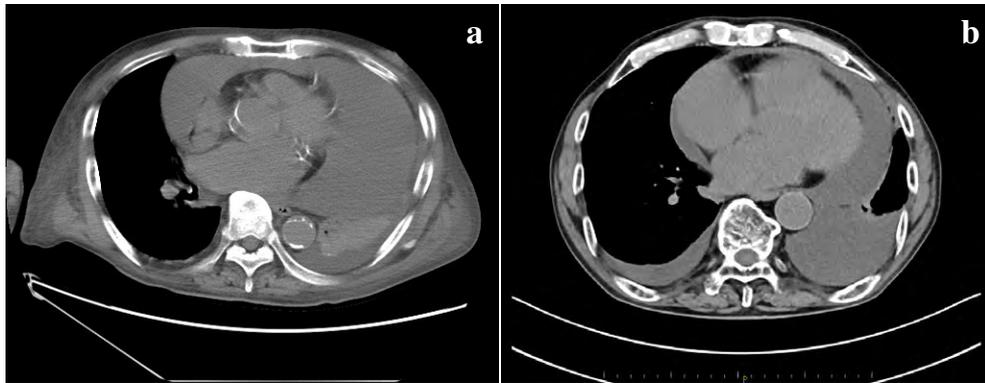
Computed tomography (CT).
